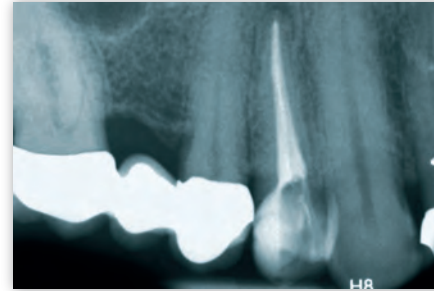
Röntgenkontrollaufnahme vor dem definitiven Verschluss der Zugangskavität
